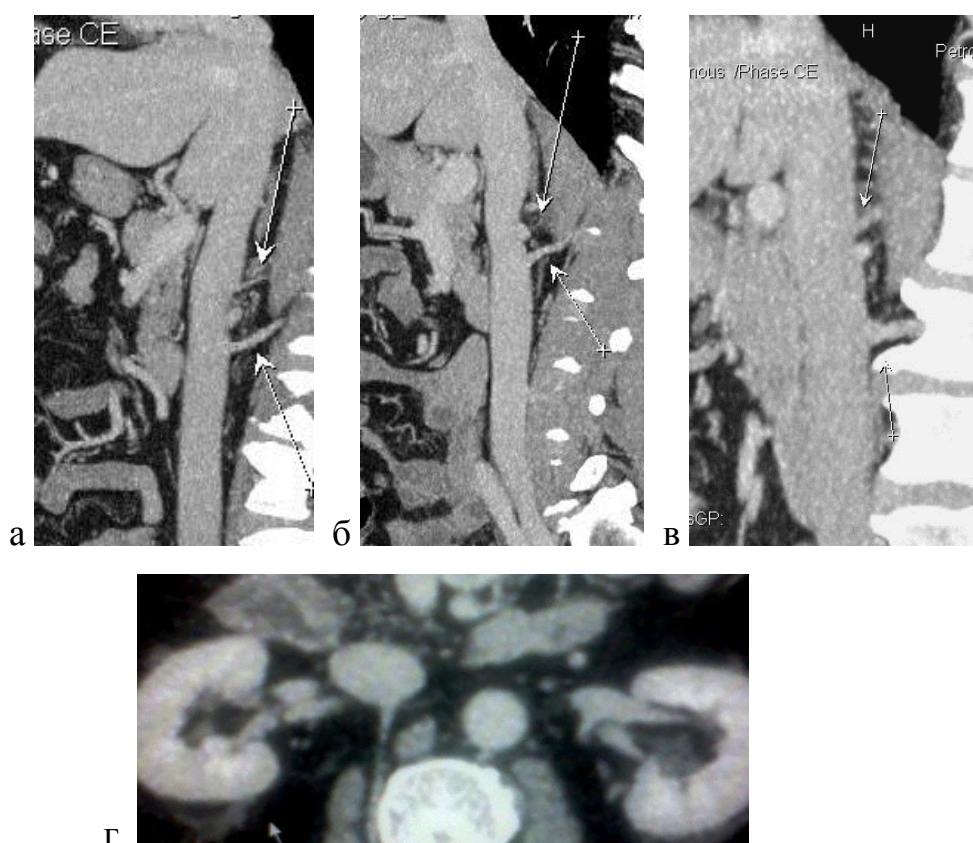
МСКТ варіантних поперекових вен : а, б, в) Сагітальні реконструкції. Візуалізуються варіантні вени, які відкриваються в підпечінковому відділі НПВ (верхня стрілка) і верхні поперекові вени інфраренального відділу НПВ (нижня стрілка); г) аксіальна томограма демонструє варіантну вену підпечінкового сегменту НПВ
